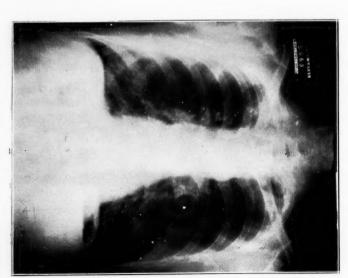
obs. I. Radiographie montrant le nettoyage radiologique presque complet.
